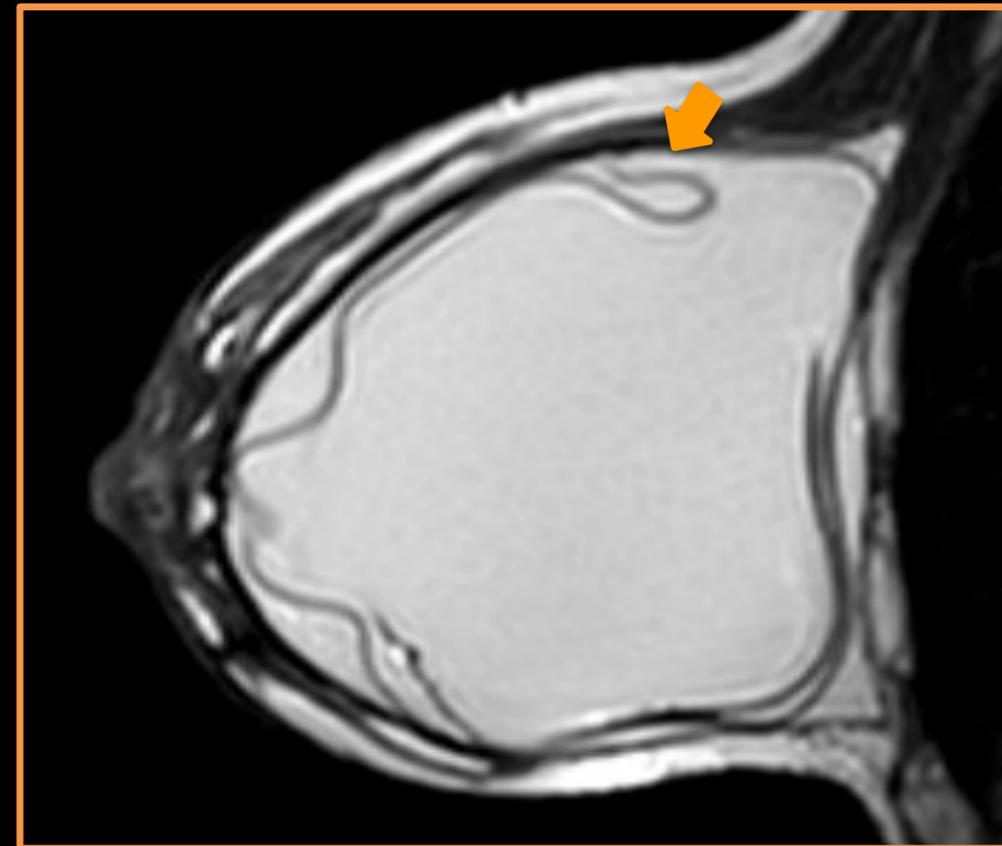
Resonancia Magnética Silicona Only donde se observa signo de la cerradura compatible con rotura intracapsular (flecha naranja).
